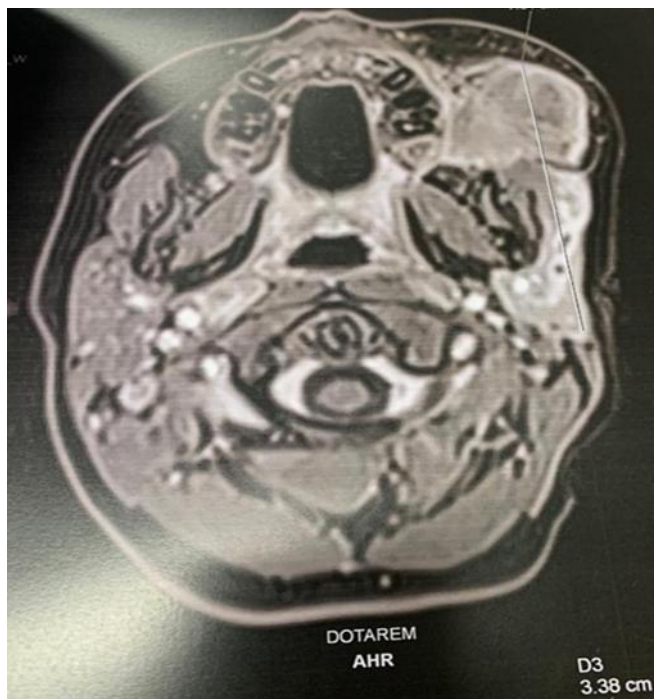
TDM faciale objectivant unetuméfaction sous cutané jugale.
